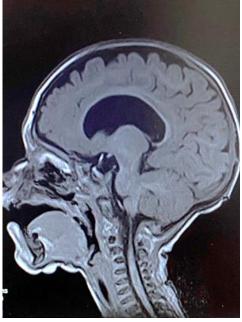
МРТ головного мозга: фронтальная и сагиттальная проекции
